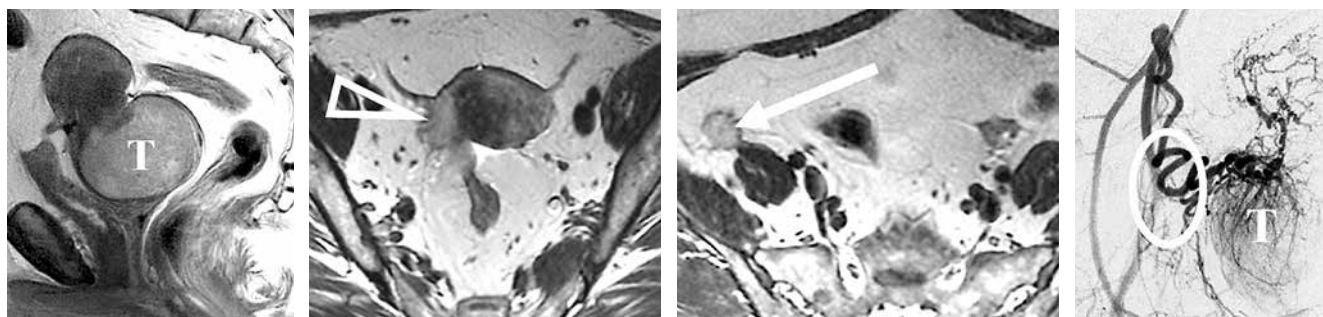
Магнитно-резонансная томография пациентки 38 лет с раком шейки матки. Определяются опухоль шейки и нижней половины тела матки (Т), имплантационный метастаз по брюшине в области придатков (треугольная стрелка), отдаленный метастаз по брюшине (стрелка). По данным ангиографии в зоне имплантационного поражения брюшины не определяется опухолевых афферентов (овал), в отличие от основного опухолевого узла (Т)
